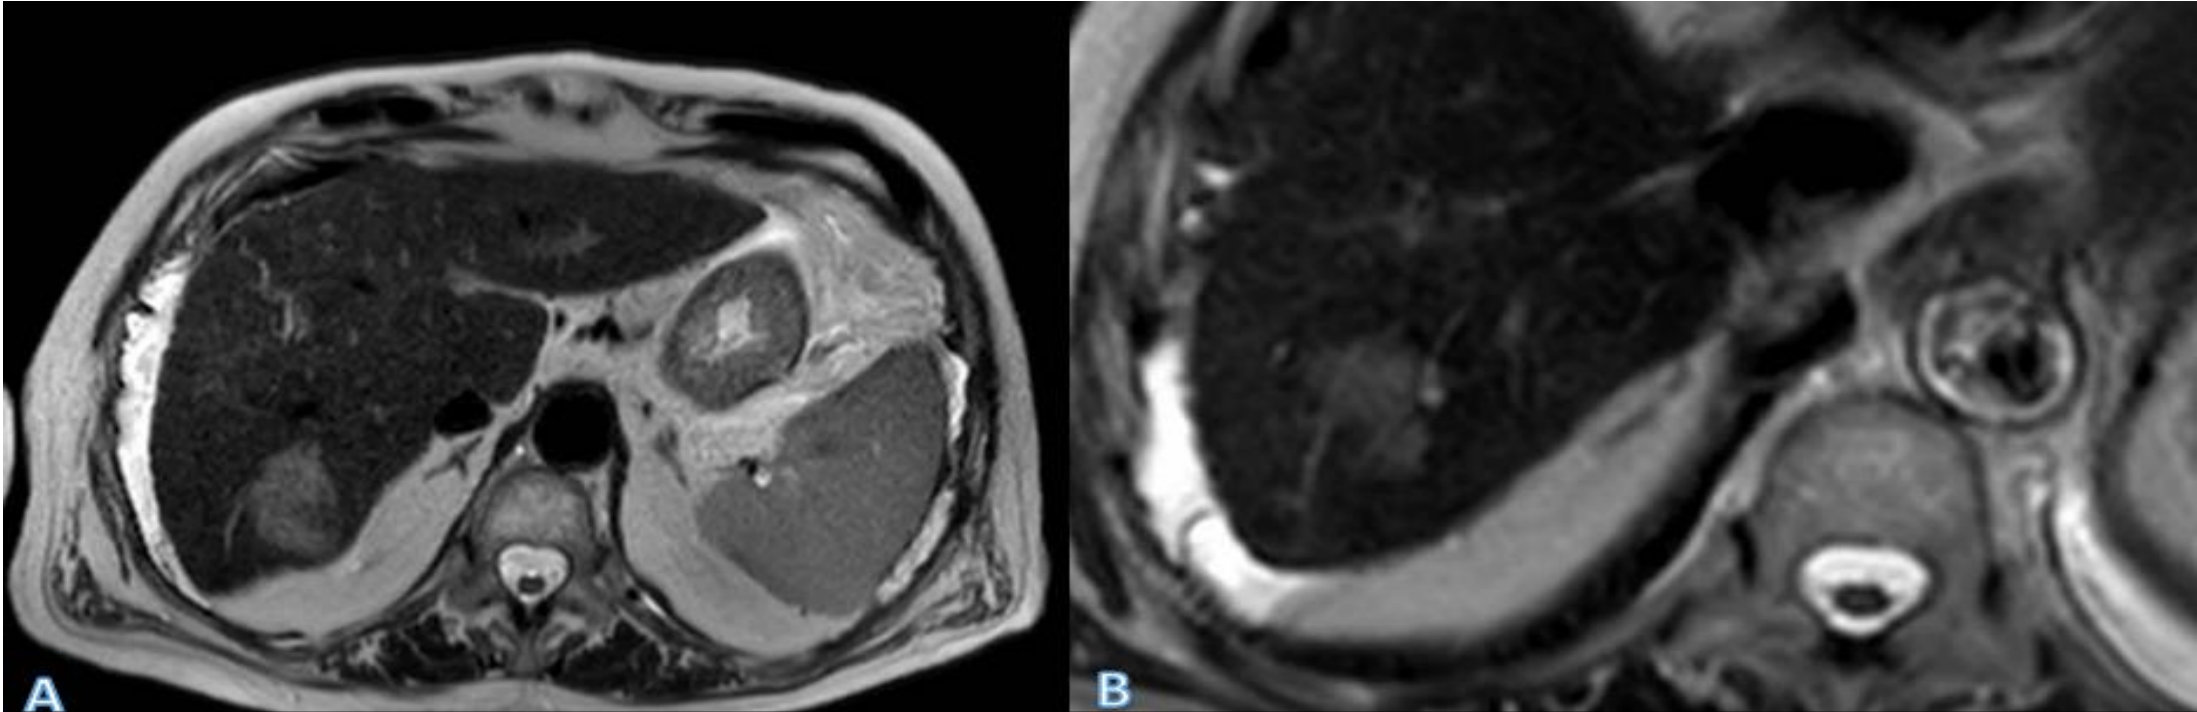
RM axial ponderada en T2 sin administración de contraste de una lesión tumoral localizada en el segmento VI, obtenida al mes (A) y a los 6 meses (B) tras la ablación por radiofrecuencia. Se observa involución de la lesión y disminución de la hiperintensidad en comparación con la primera imagen de seguimiento.
